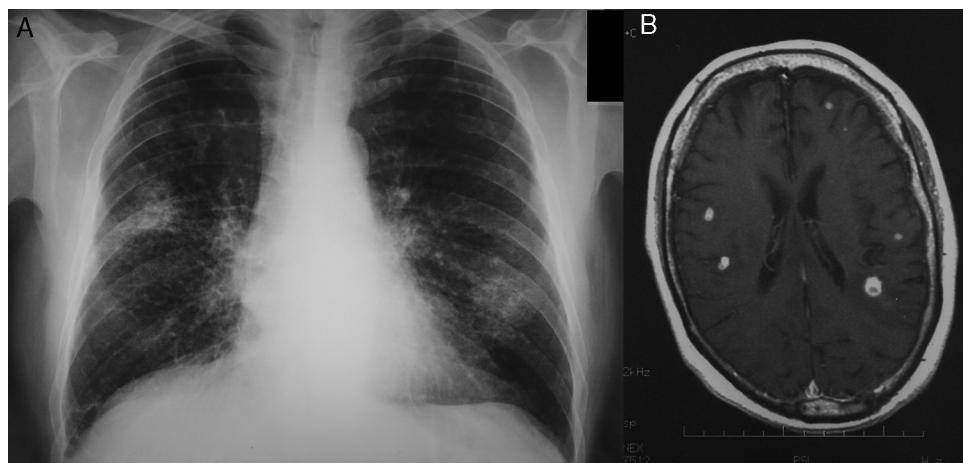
A) La radiografía de tórax muestra un infiltrado cavitado en lóbulo superior derecho y un infiltrado en lóbulo inferior izquierdo sin cavitación. B) La RMN cerebral muestra múltiples lesiones nodulares subcentimétricas, de localización corticosubcortical y con edema vasogénico.
